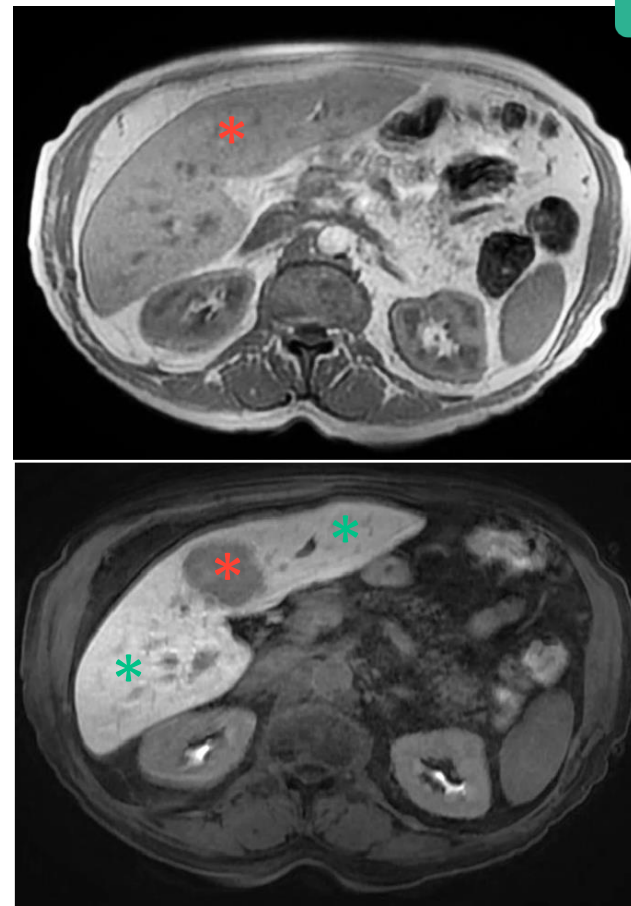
RM do fígado antes e 20 min após a administração i.v. de Gd-EOB-DTPA, sem captação em um adenoma (asterisco vermelho) e captação do MC em tecido hepático normal (asterisco verde).
